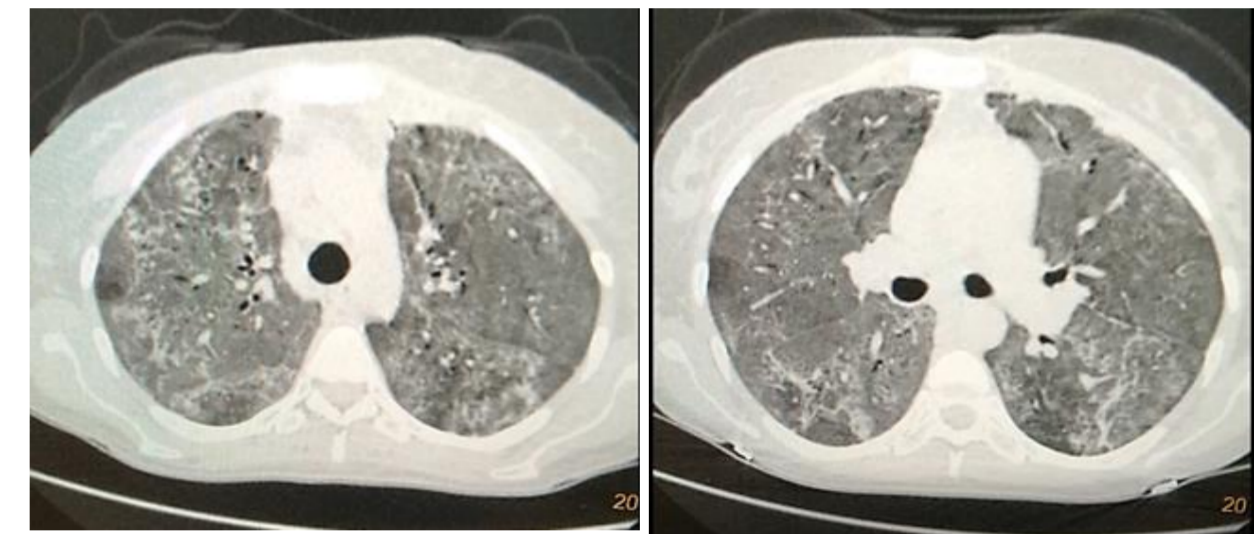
КТ органов грудной полости от 01.02.2021
